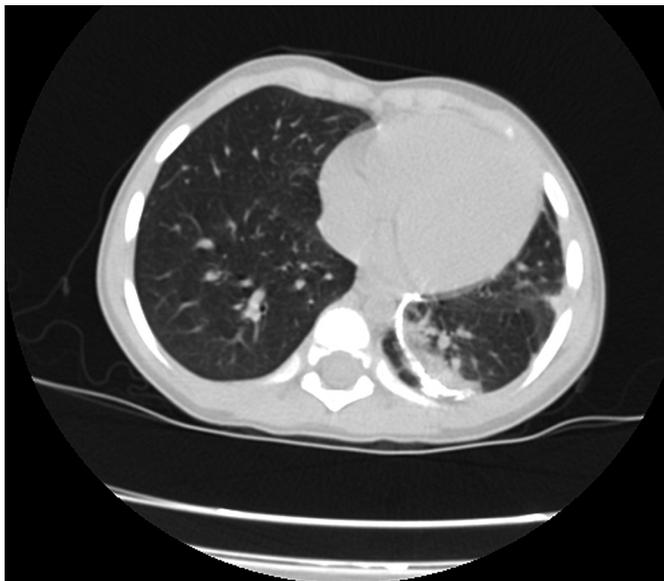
КТ скан грудной клетки до хирургического лечения: буллы нижней доли левого лёгкого, межтканевая эмфизема, пневмомедиастинум.
